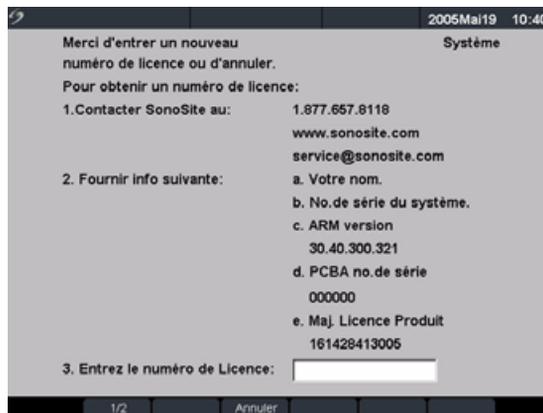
Clé de licence du logiciel de l'échographe
